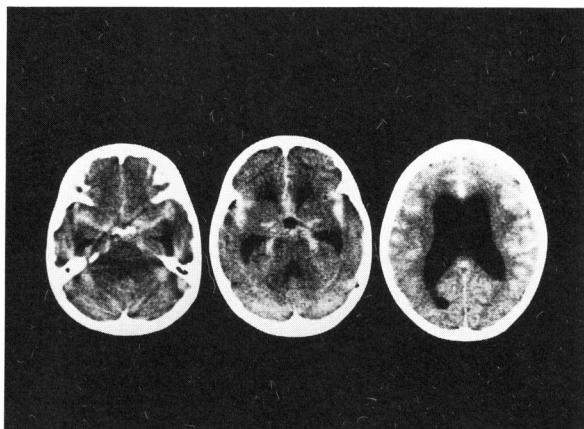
Computed tomography (CT) scan on admission showing thick cisternal blood and acute hydrocephalus.
